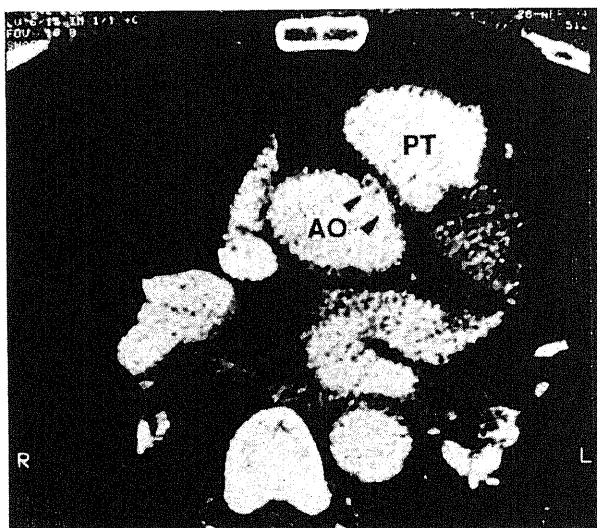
Ultrafast computed tomography (UFT) of the anomalous origin of the right coronary artery from the left sinus of Valsalva. UFT demonstrated an acute angle of takeoff from the aorta of the anomalous right coronary artery, and the proximal portion of the right coronary artery traversed between the aorta and the pulmonary trunk. Black arrowheads show the right coronary artery. R, right side; L, left side.
